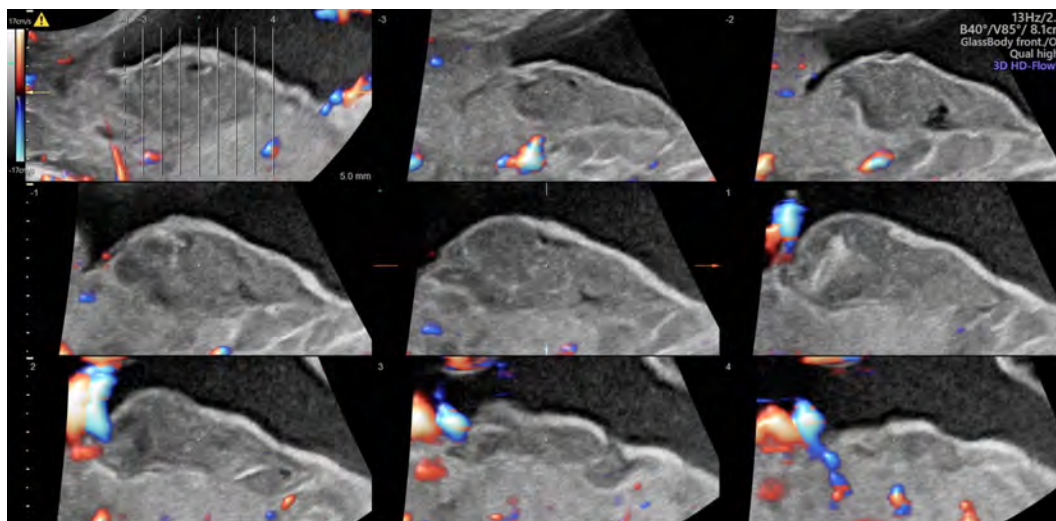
Хорионангиома: ультразвуковой контроль после оперативного лечения. Томографический режим с ЦДК
